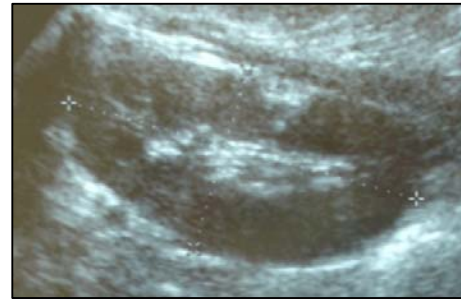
Ultrasonido renal donde no se observan lesiones compatibles con angiomiolipomas, en riñón izquierdo (arriba) o riñón derecho. (abajo).
